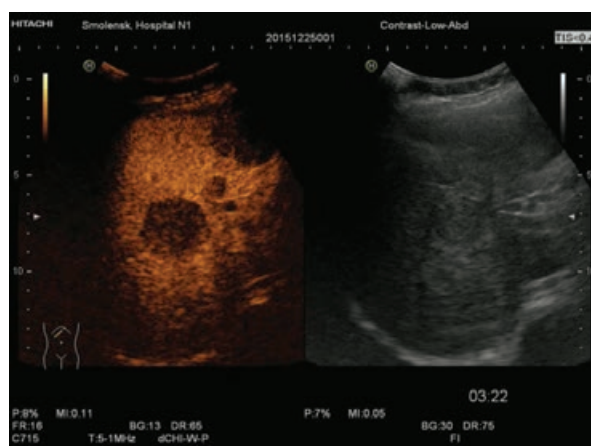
УЗИ с эхоконтрастированием очага в печени: поздняя венозная фаза 1,5-4 мин, быстрое выведение эхоконтраста из очага
